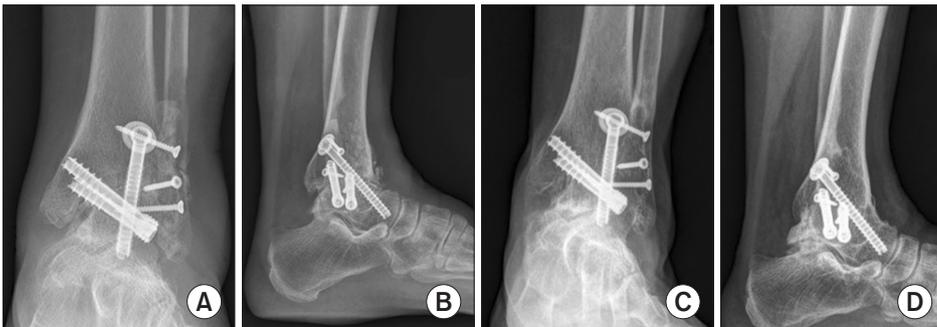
At postoperative 2 months on anteroposterior view (A) and lateral view (B), the plain radiographs show ankle that was performed with ankle arthrodesis. At postoperative 4 years, plain radiographic images show the progression of subtalar arthritis on anteroposterior view (C) and lateral view (D).
